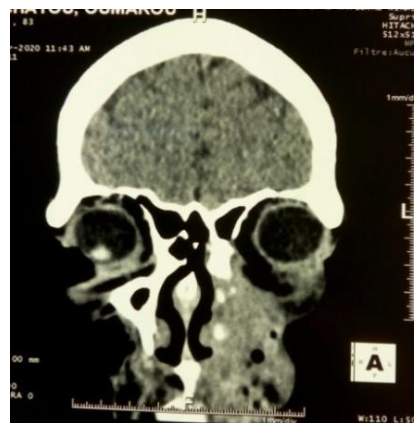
TDM atteinte du maxillaire gauche
